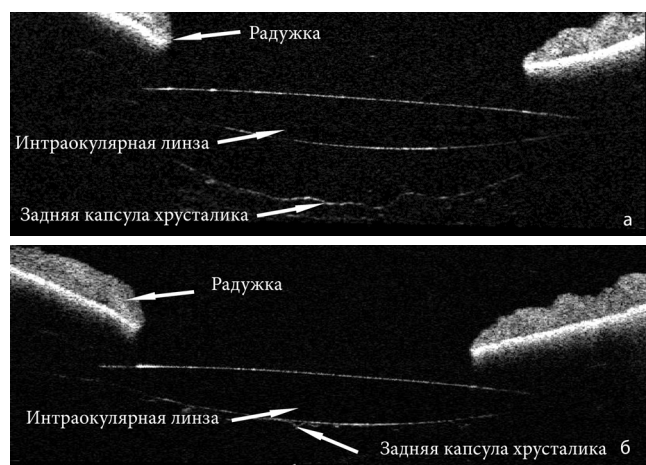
Визуализация адгезии задней капсулы и интраокулярной линзы по данным оптической когерентной томографии переднего отрезка глазного яблока «OCT Visante» (Zeiss) у пациента с интактной задней капсулой:
